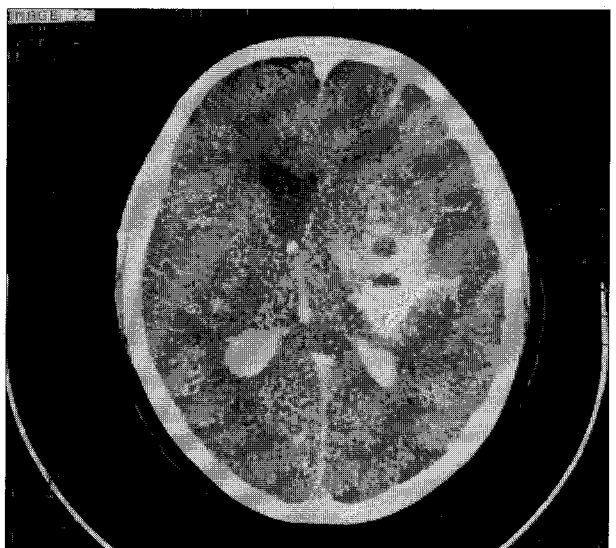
2days CT scan after intrarterial urokinase therapy in acute internal carotid artery occlusion shows ICH on the left basal ganglia.
